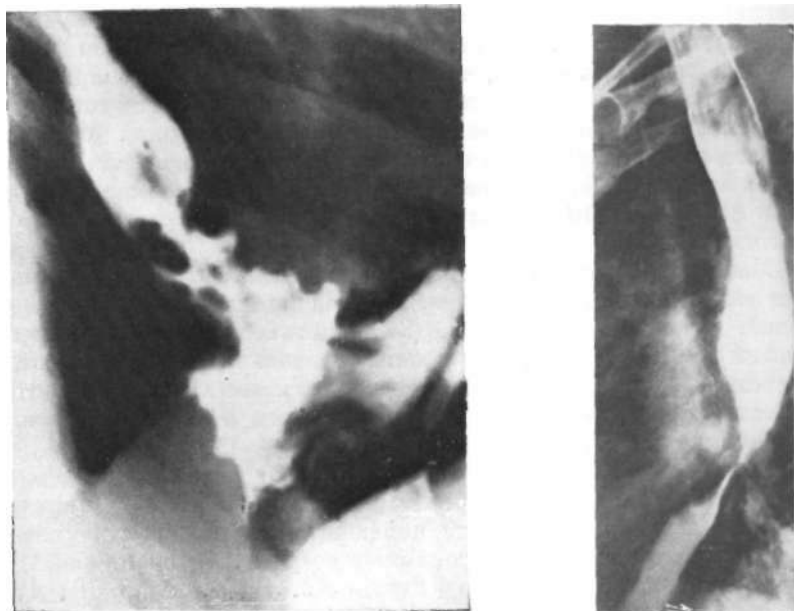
Рентгенограмма. Аденокарцинома кардиоэзофагеального отдела (диагноз подтвержден на операции).
